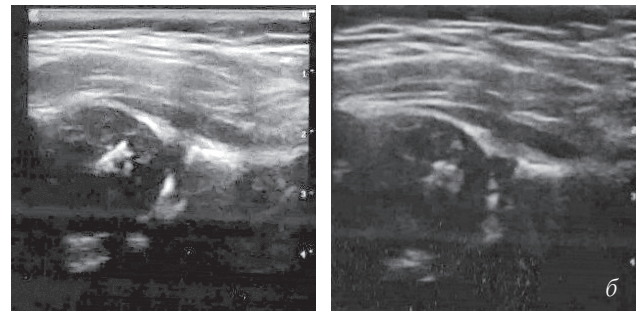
Пац. К., 5 міс.: а — рентгенограма кульшових суглобів; б — сонограми кульшових суглобів
